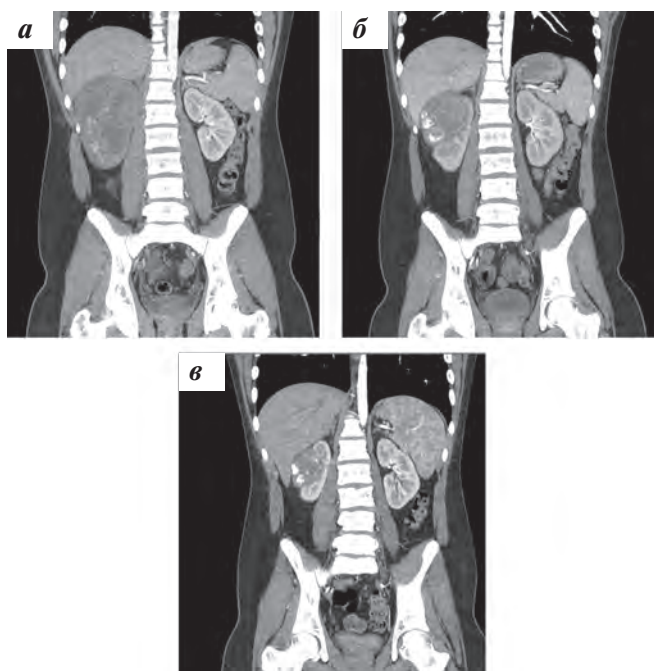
КТ ОБП с контрастированием (фронтальная проекция). Динамическое наблюдение. Сокращение размеров опухоли правой почки в процессе ПХТ: а — первичное исследование; б — через 2 мес после начала лечения; в — через 4 мес после начала лечения
